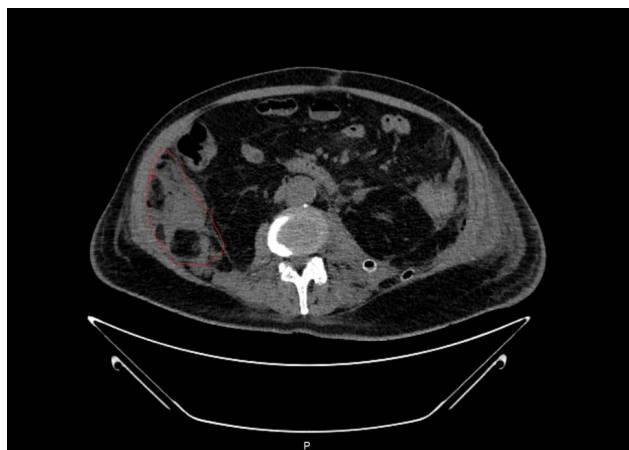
КТ брюшной полости и забрюшинного пространства. Выявлена флегмона забрюшинного пространства слева (указана)
